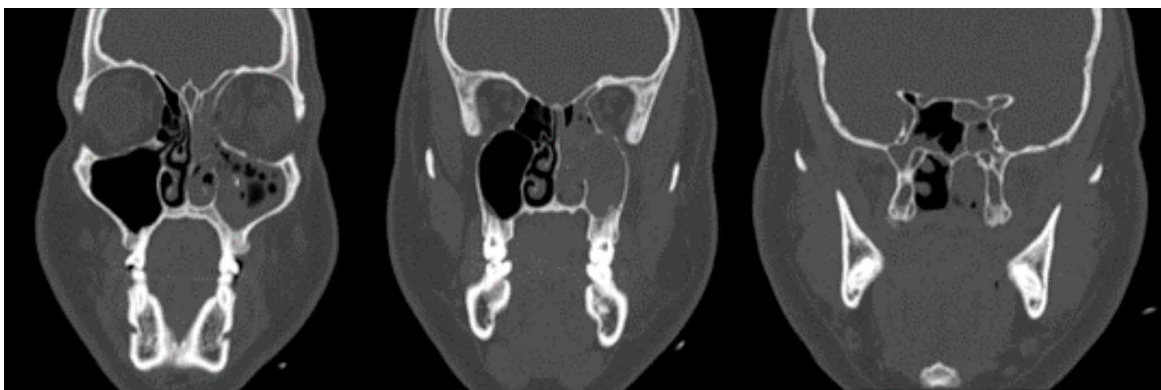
Corte Coronal de Tomografía Computarizada. Pre-quirúrgico.
